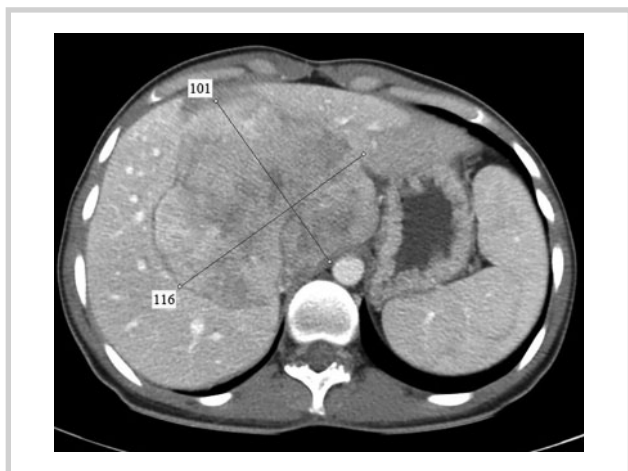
КТ-картина до химиоэмболизации.
